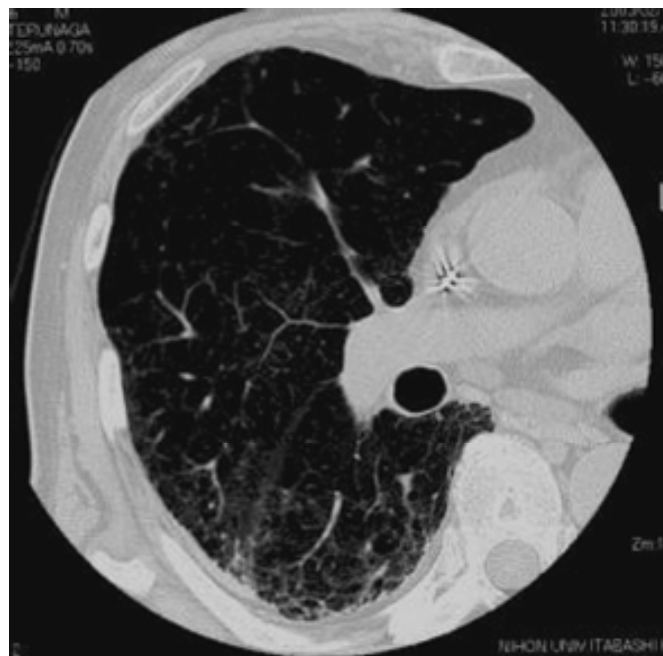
症例4の副腎皮質ステロイド剤使用前後の胸部CT所見
